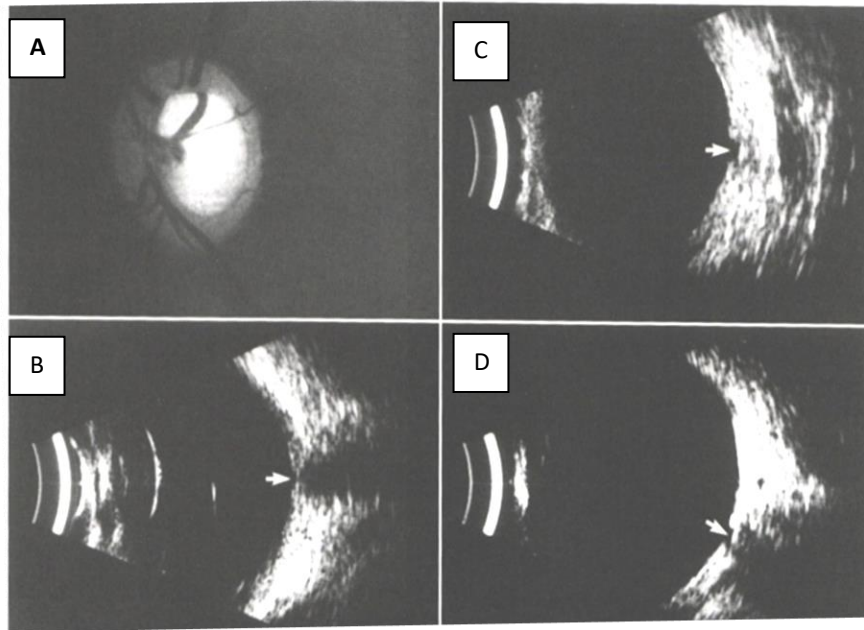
Gambaran USG pada sclera.
